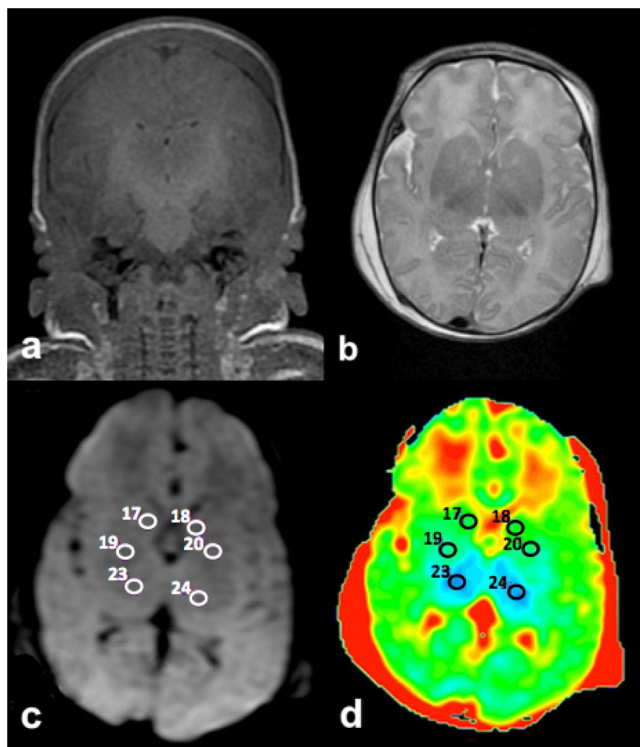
Exemple d'IRM d'un patient au devenir défavorable, avec diminution de l'ADC des noyaux gris centraux, sans lésion retrouvée sur les séquences morphologiques et de diffusion. a : séquence coronale T1 : aspect normal du cortex et de la substance blanche ainsi que des noyaux gris centraux et des faisceaux pyramidaux ; b : séquence axiale T2 : aspect normal du cortex et de la substance blanche ainsi que des noyaux gris centraux ; c : séquence axiale de diffusion : pas d'hypersignal pathologique visible ; d : cartographie de coefficient apparent de diffusion (ADC) : diminution de l'ADC moyen des têtes des noyaux caudés ($1,16 \times 10^{-3} \text{ mm}^2/\text{s}$, 17 et 18), des noyaux lenticulaires ($1,08 \times 10^{-3} \text{ mm}^2/\text{s}$, 19 et 20), et des thalamus ($0,88 \times 10^{-3} \text{ mm}^2/\text{s}$, 23 et 24)
